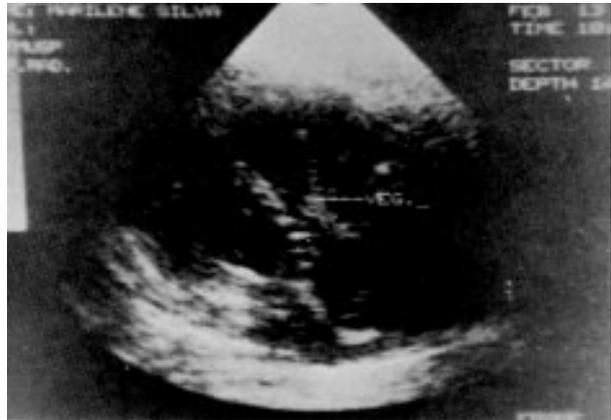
Ecocardiograma demonstrando vegetações na valva tricúspide.
